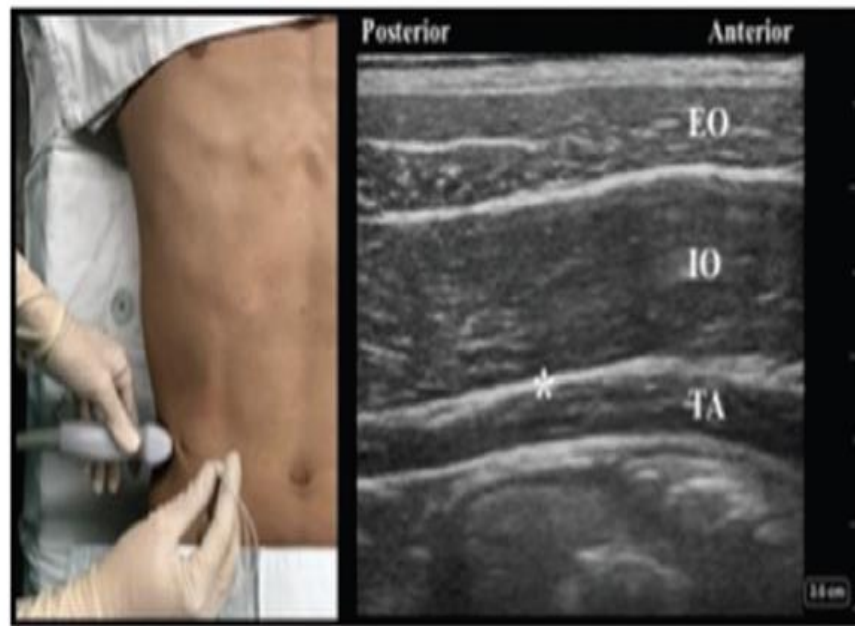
Ultrasound probe position, needle puncture site, and sonographic image of the lateral transversus abdominis plane block. Asterisk indicates needle target; EO, external oblique muscle; IO, internal oblique muscle; TA, transversus abdominis muscle.
